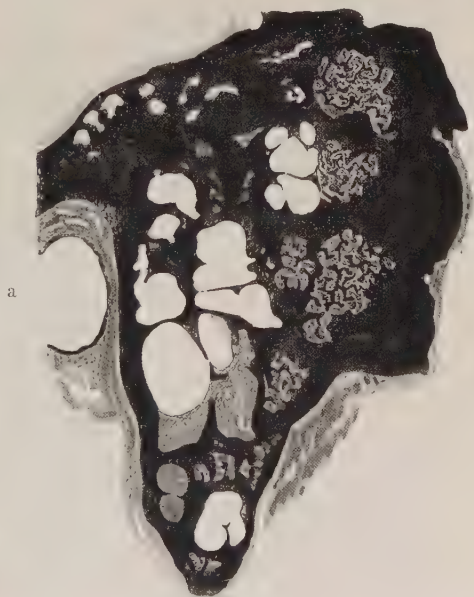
Schnitt durch den in Abb. 21 röntgenologisch dargestellten Warzenfortsatz. Man sieht das Durcheinander der lufthaltigen Zellen, der kompakten und spongiösen Knochenbezirke. a = äußerer Gehörgang.
